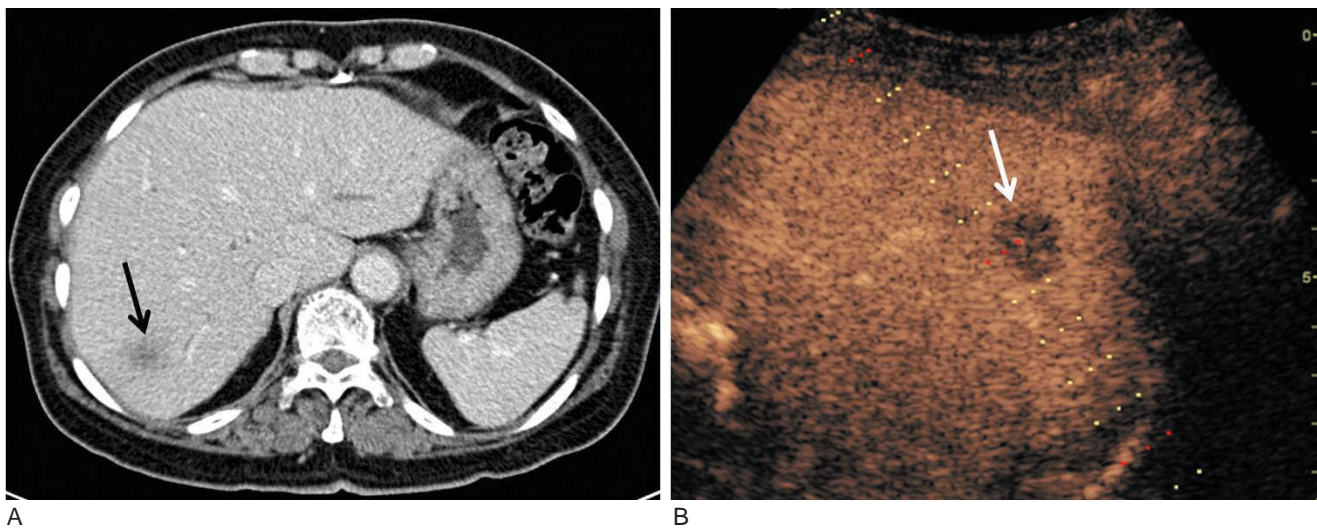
A. On portal venous phase of CT, hypoattenuating lesion was noted in the segment 7 of the liver. B. On portal venous phase of US, the lesion showed hypo-echogenicity compared to the adjacent liver. The lesion was confirmed as metastasis by biopsy.
